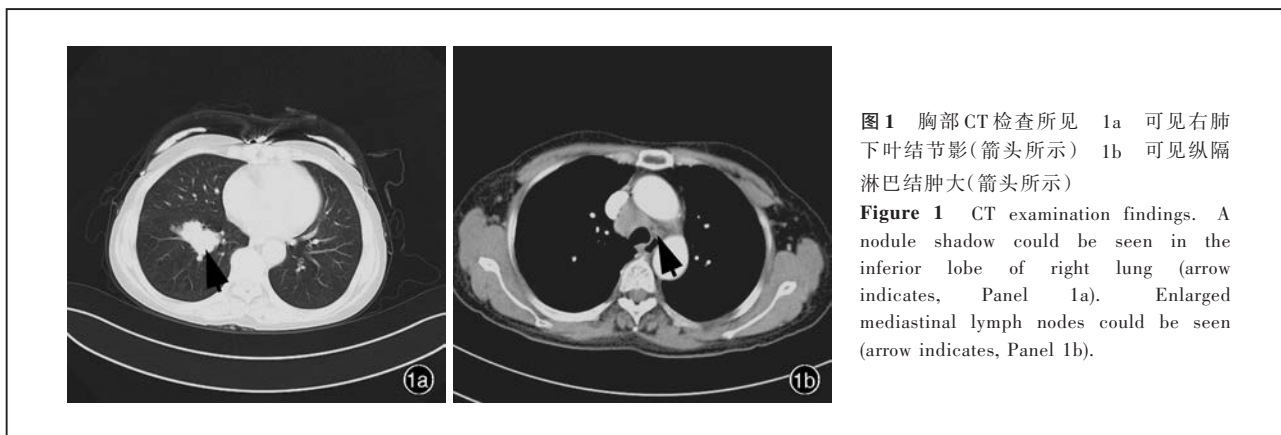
胸部 CT 检查所见 1a 可见右肺下叶结节影(箭头所示) 1b 可见纵隔淋巴结肿大(箭头所示)
